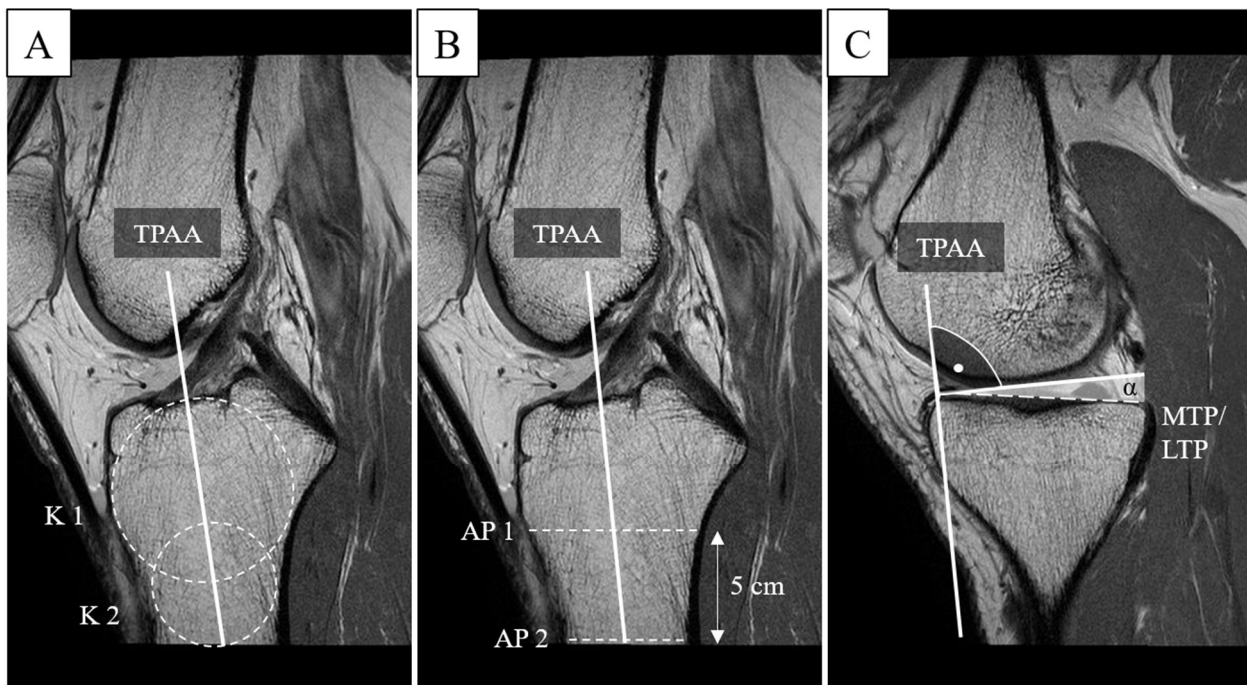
MRT-basierte Messmethoden. A: Bei der Methode nach Hudek et al. (100) wurden zur Bestimmung der tibialen proximalen anatomischen Achse (TPAA) zwei Kreise eingezeichnet. Der kraniale (K 1) berührte die anteriore, posteriore und kraniale Kortikalis, der inferiore (K 2) im Tibiaschaft die anteriore und posteriore Kortikalis. C: Mittels der Orthogonalen der durch die Mittelpunkte dieser Kreise führender TPAA kann anschließend der tibiale Slope α gemessen werden. Hierzu kann entweder das mediale (MTP) oder laterale (LTP) Tibiaplateau herangezogen werden. B: Hashemi et al. (94) zeichneten zwei Geraden von der anterioren zur posterioren Kortikalis (AP 1; AP 2) im Abstand von 5 cm voneinander entfernt so kaudal wie möglich ein. Durch die Mittelpunkte dieser Geraden verlief die TPAA, die anschließende Vorgehensweise entsprach C.
